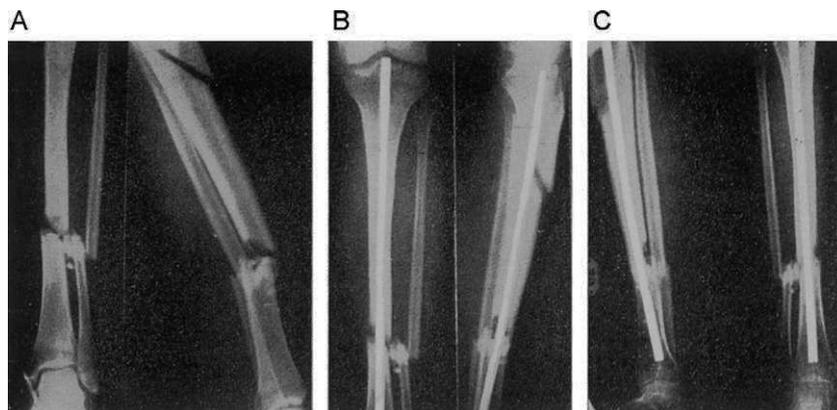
A.R.S. Fractura con fragmento intermedio abierta de tibia y peroné con conminución en el foco de fractura inferior. A: radiografías previas. B: radiografías al mes de la intervención. C: resultado definitivo a los seis meses. Obsérvese que al producirse la consolidación se aprecia una sinóstosis intertibia peronea a través de los fragmentos libres.
